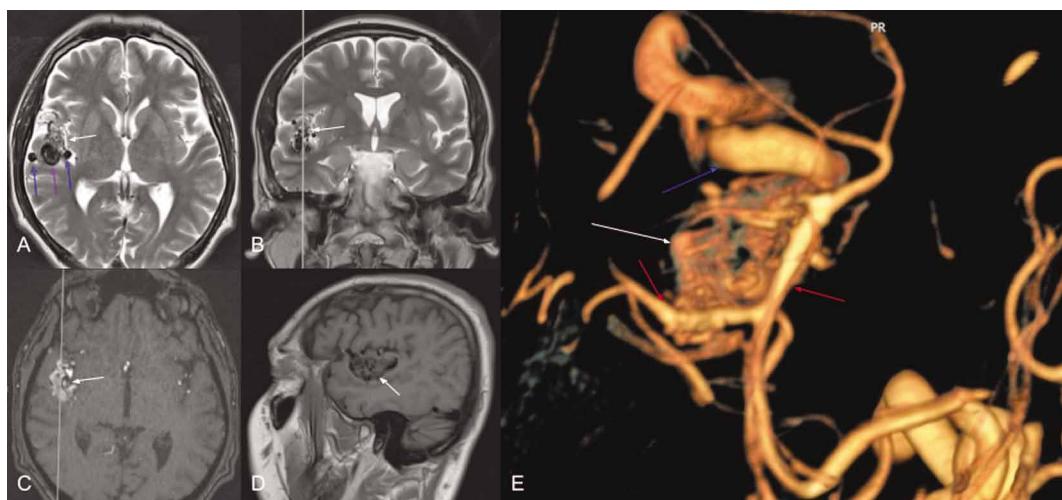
Магнитно-резонансная томография пациента до госпитализации. На магнитно-резонансной томографии в режимах T2 в аксиальной (А) и коронарной (В) проекциях, TOF в аксиальной проекции (С) и T1 в сагиттальной проекции (Д) выявлены признаки патологического клубка сосудов в правой височной доле (белые стрелки) с венозной лакуной (фиолетовая стрелка) на крупной дилатированной вене (синие стрелки). На 3D реконструкции срезов в режиме TOF (Е) определяется клубок патологических сосудов овальной формы (белая стрелка) с питающими его ветвями M2-М3 сегментов правой средней мозговой артерии (красные стрелки) и крупной дилатированной веной Сильвиевой щели (синяя стрелка).
